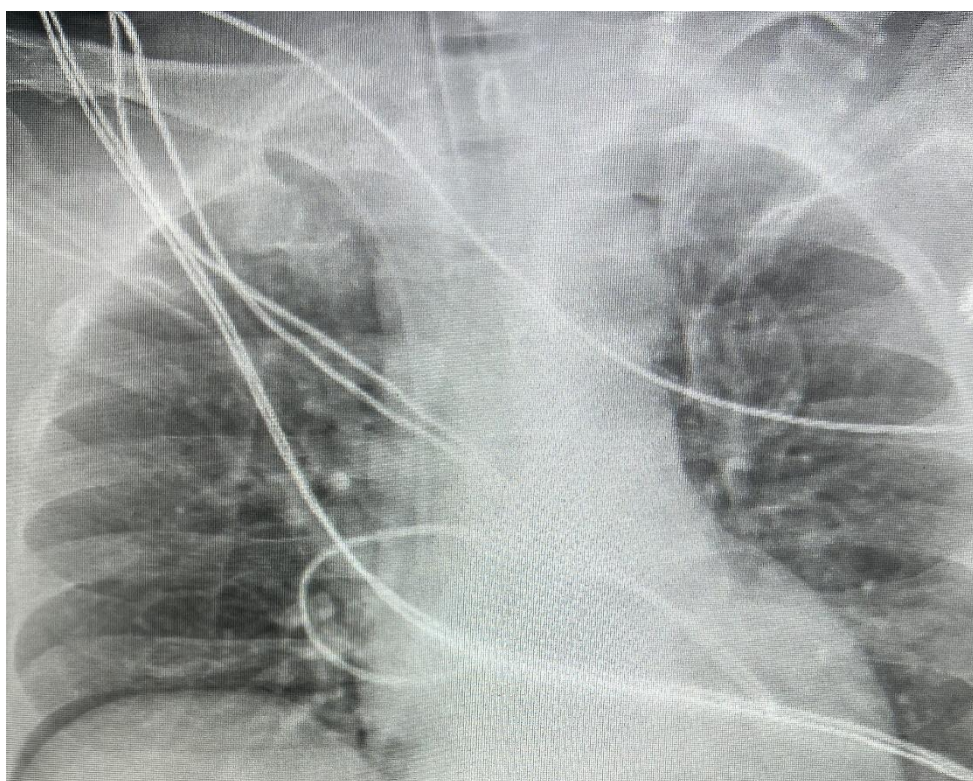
Radiografia pacientului cu LNH cu debut mediastinal cu umbra mediastinului de 15 cm (imagine proprie).
